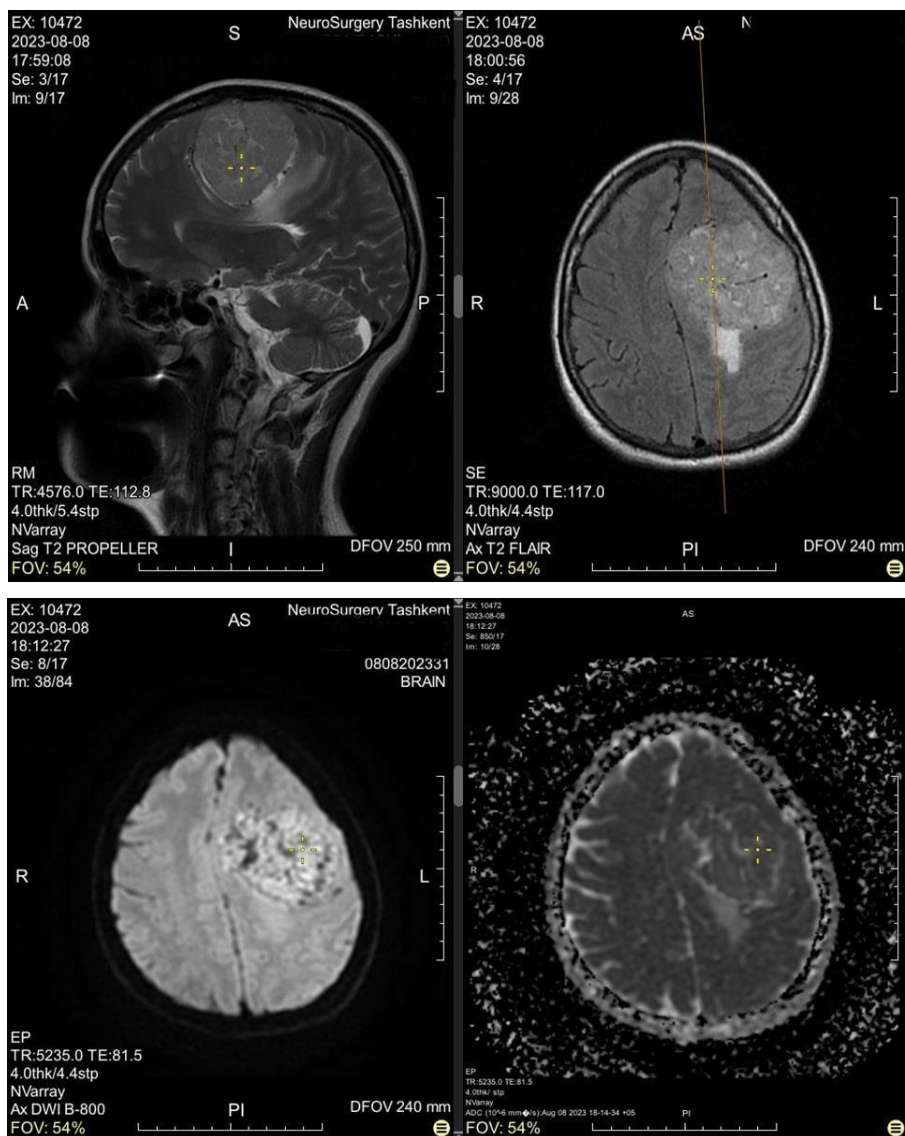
В лобно-теменных областях слева, широким основанием тесно прилегая к ТМО, визуализируется неправильной формы вне мозговое объемное образование размерами 6.3x5.2x7.1 см, с четкими неровными контурами, гомогенной солидной структуры, слабогиперинтенсивными на T2 и FLAIR, изоинтенсивными на T1 сигнальными характеристиками, зоной перифокального отека, компримированием прилежащих отделов мозга, левого бокового желудочка. После в/в введения 8 мл препарата Магникел (469 мг гадопентетата димеглумин) отмечается неравномерное интенсивное контрастное усиление вышеописанного образования.
